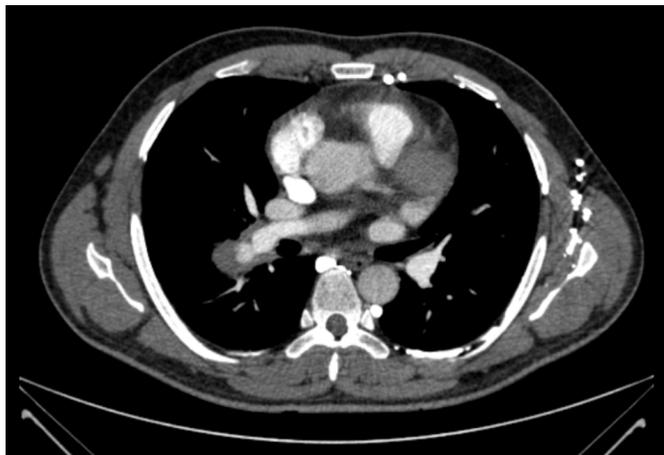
Angiotomografia de tórax evidenciando dilatação aneurismática fusiforme da artéria lobar inferior à direita medindo 3X2,7 cm associado a componente de tecidos moles circundando a lesão
